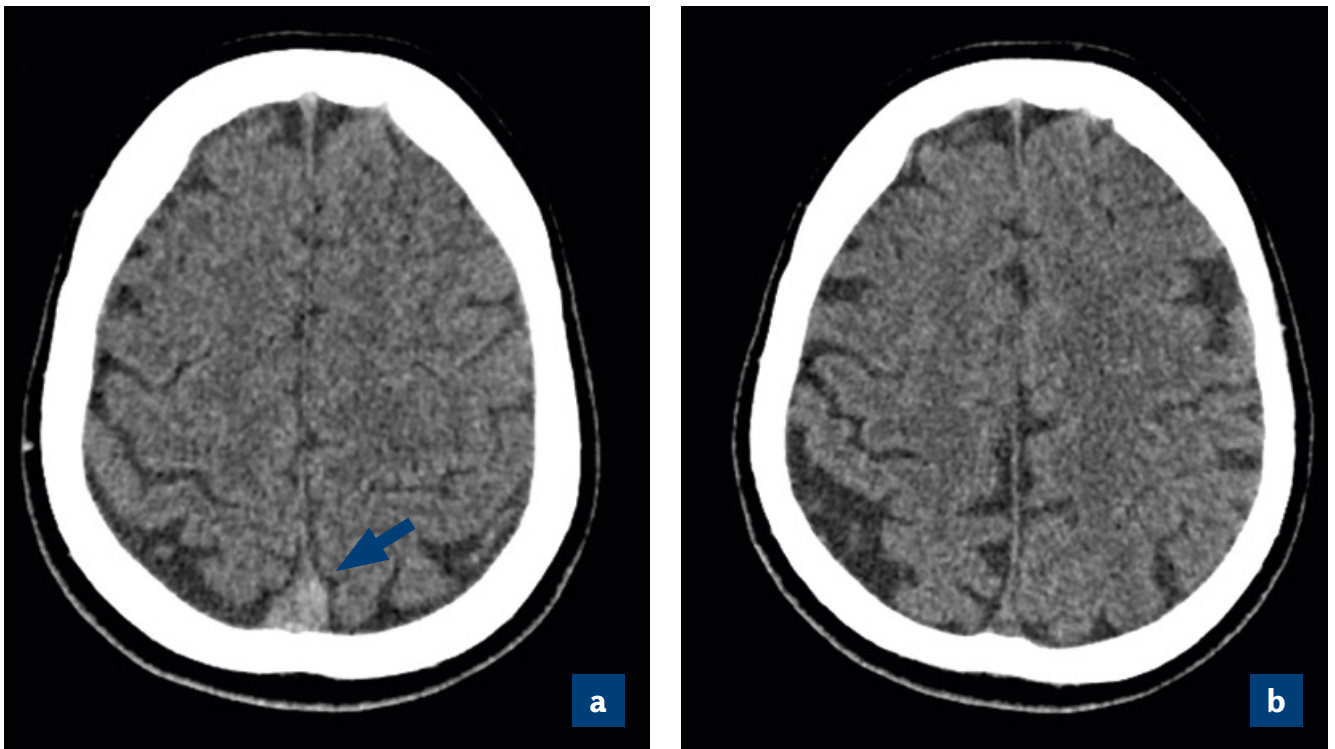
Computed tomography (CT) scans of the patient – axial view:
